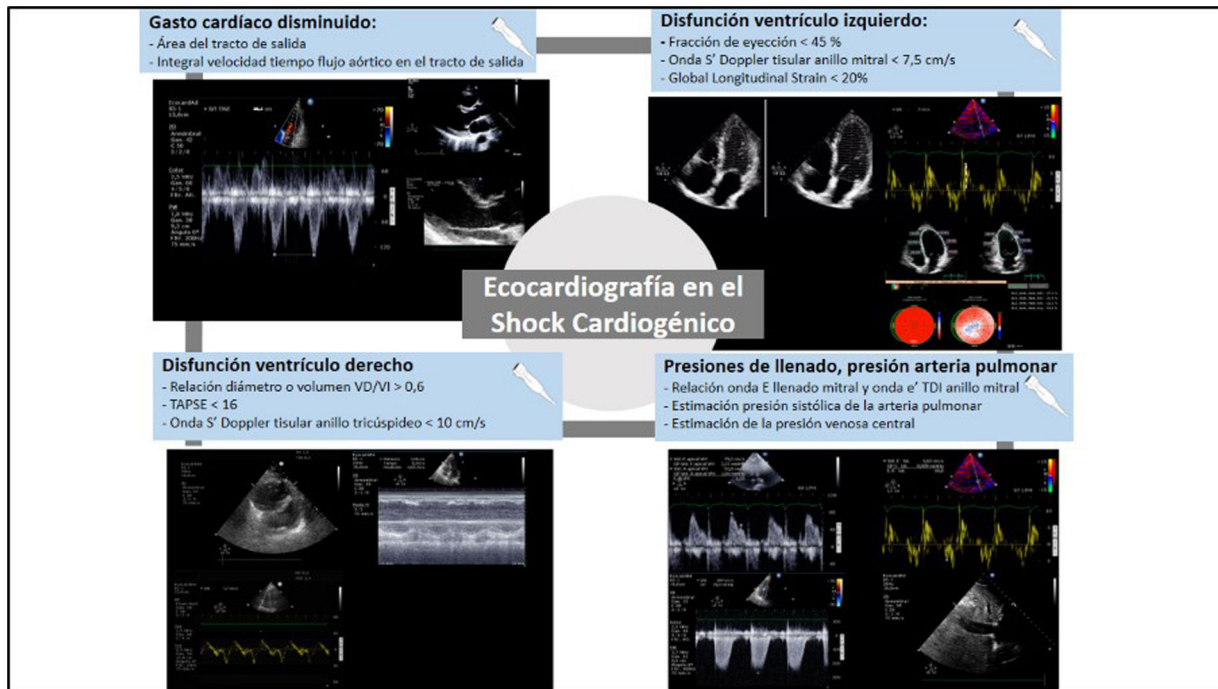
Utilidad de la ecocardiografía en el shock cardiogénico. Cálculo del gasto cardíaco mediante la fórmula volumen sistólico = área del tracto de salida del ventrículo izquierdo × integral velocidad tiempo del tracto de salida del ventrículo izquierdo. Evaluación de la función ventricular izquierda y derecha, así como análisis de las presiones de llenado y presión de arteria pulmonar mediante Doppler pulsado del flujo transmitral en relación al estudio mediante Doppler tisular del anillo mitral.
